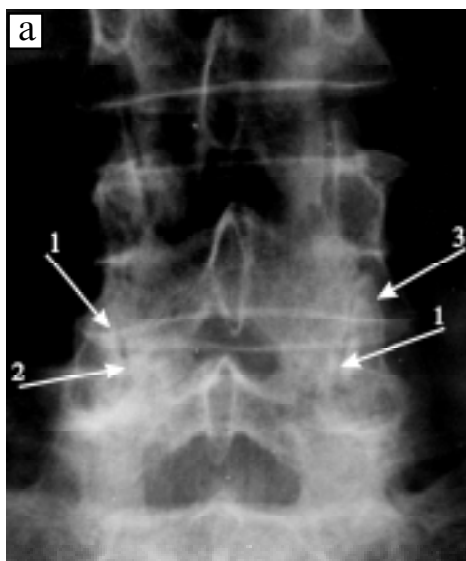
Деформівний спондилоартроз сегментів L_4-L_5 і L_5-S_1 3-го ступеня: а — на рентгенограмі в прямій проекції (1 — виражене нерівномірне звуження суглобової щілини, 2 — нерівність замикальних пластин, 3 — подовження суглобових відростків за рахунок кісткових розростань, які накладаються на розташований вище хребець); б — на аксіальній томограмі (4 — збільшення суглобових відростків за рахунок значно виражених крайових кісткових розростань з формуванням округлої форми дуговідросткових суглобів, 5 — стовщення і часткове звапнення жовтих зв'язок)
